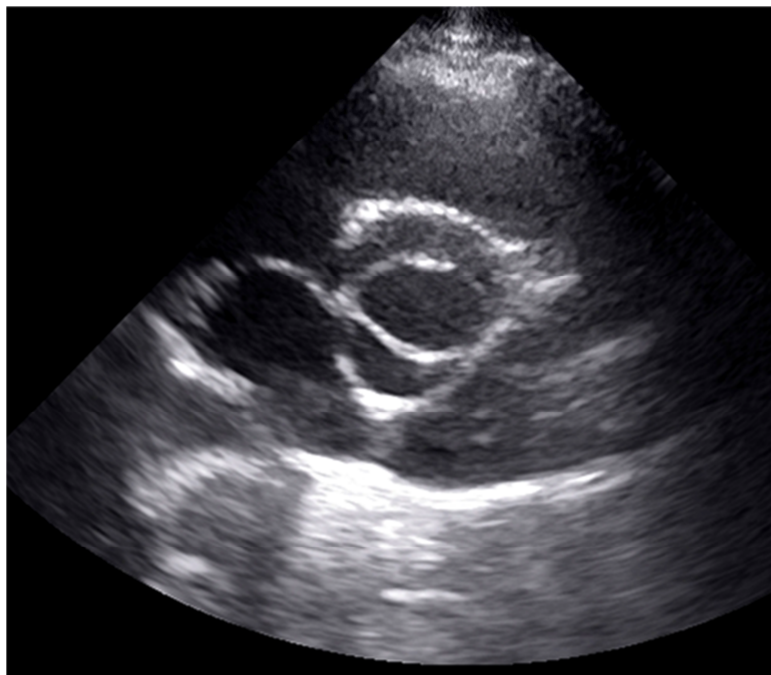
Ультразвуковая томограмма сердца. Парастернальная позиция по короткой оси левого желудочка на уровне аортального клапана. Двустворчатый аортальный клапан.
